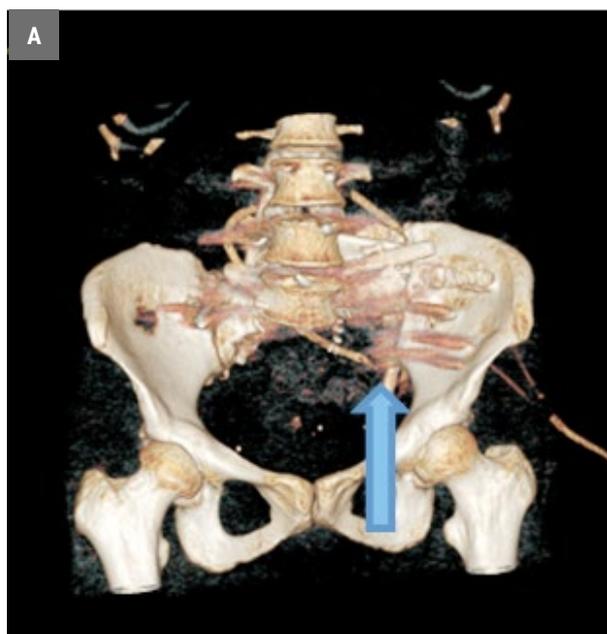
3D СКТ реконструкция таза после 2 этапа (стрелки указывают на зону дополнительной стабилизации таза).
